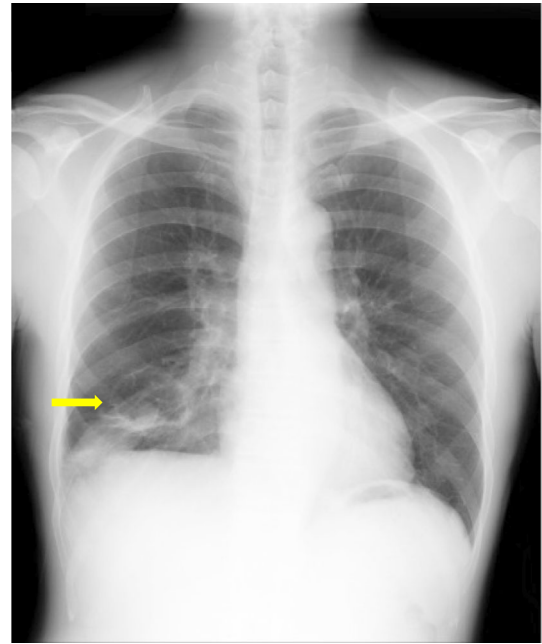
Chest X-ray showed an abnormal cavitary lesion with a small nodule in right lower lung field (yellow arrow).
